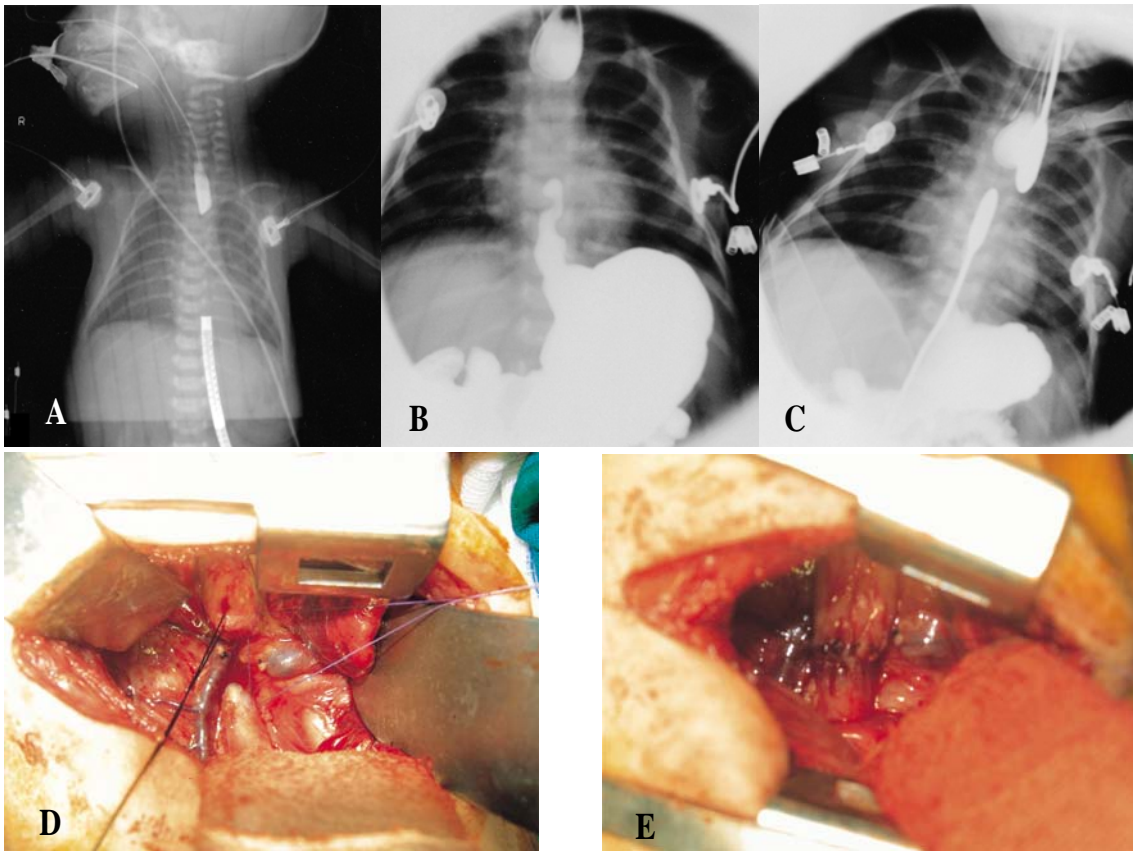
Preoperative bougination of proximal and distal esophagus using choledochoscope dilator and Baker's dilator(case 6 patient) A; Long gap was measured about 5.3cm with choledochoscope dilator B,C; After bougination of proximal and distal esophagus three times for 1 month, proximal and distal esophagus can be approximated with some tension D,E; On 44th postnatal day, we have successfully performed transthoracic esophagoesophageostomy with minimal tension without circular myotomy
